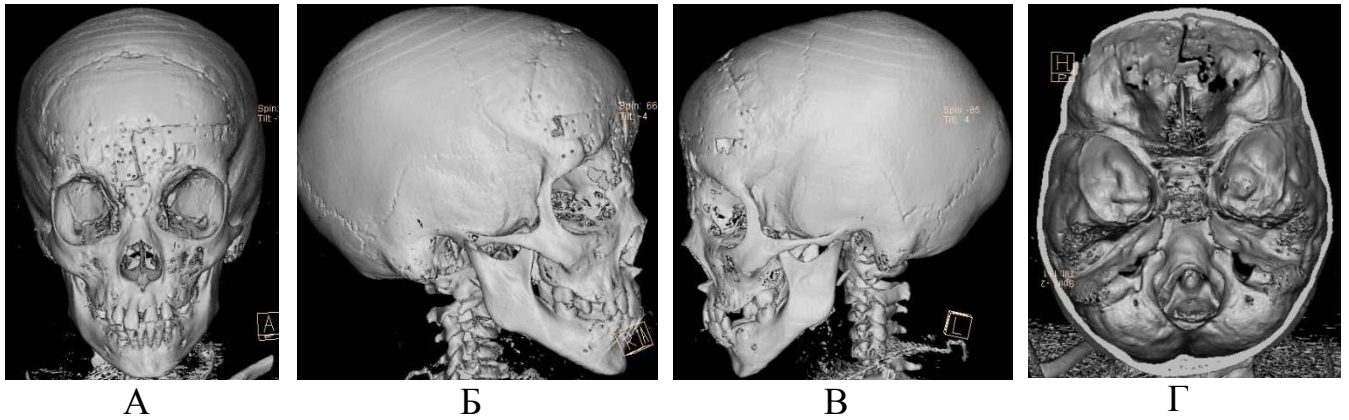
Пациентка Е-ва, 9 лет. Изображение КТ-3D пациента с передней черепно-мозговой грыжей через 6 месяцев после второй операции. А, Б, В, Г - на 3D-реконструкции в разных плоскостях, грубой деформации фронто-назо-орбитальной области, явные дефекты кости не выявляются
